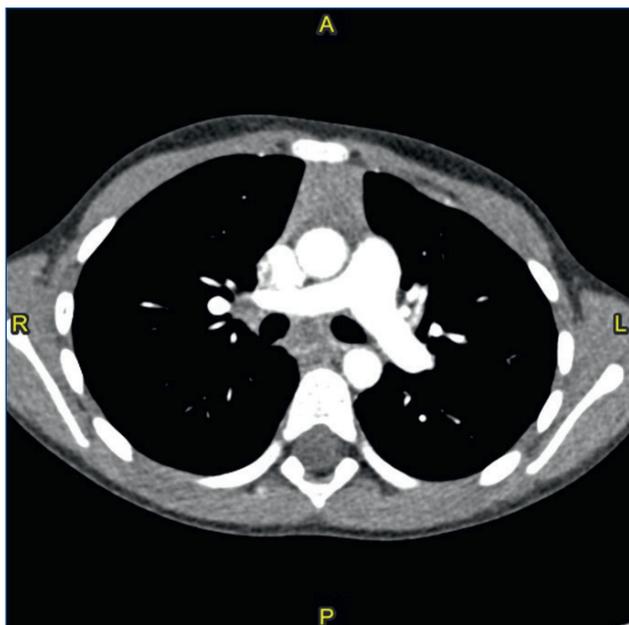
TAC torace. Sezione assiale. Linfadenopatia sottocarenale di 18 x 13 mm di calibro.
